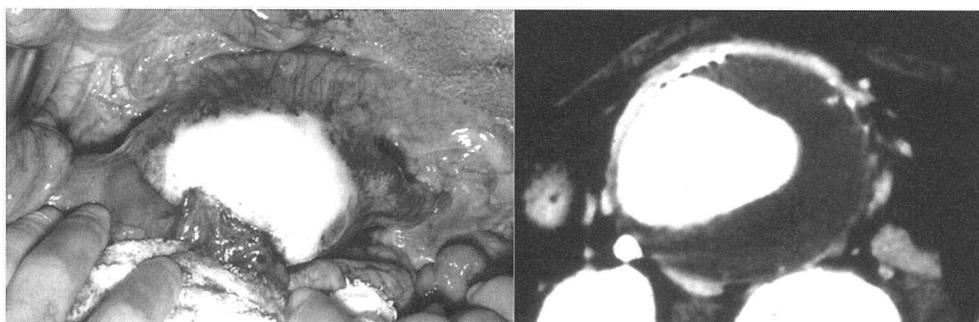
左：大動脈瘤壁の前面は光沢のある白色陶器様に変色している、右：CT像では瘤表面が濃染するいわゆる Mantle sign が認められる。
